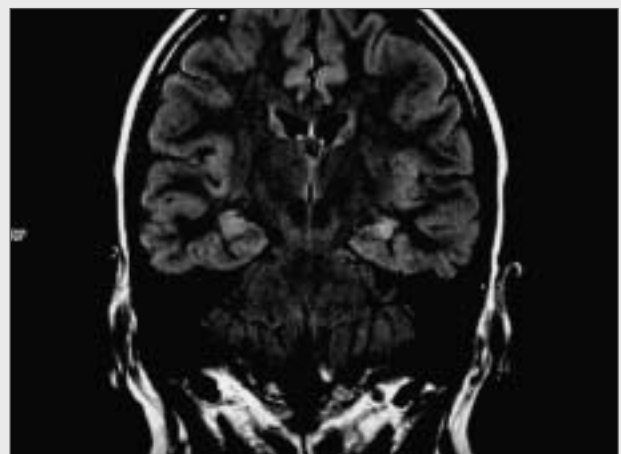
FLAIR-gewichtetes MRI einer 31-jährigen Patientin mit linksseitiger Hippocampus-Sklerose.
